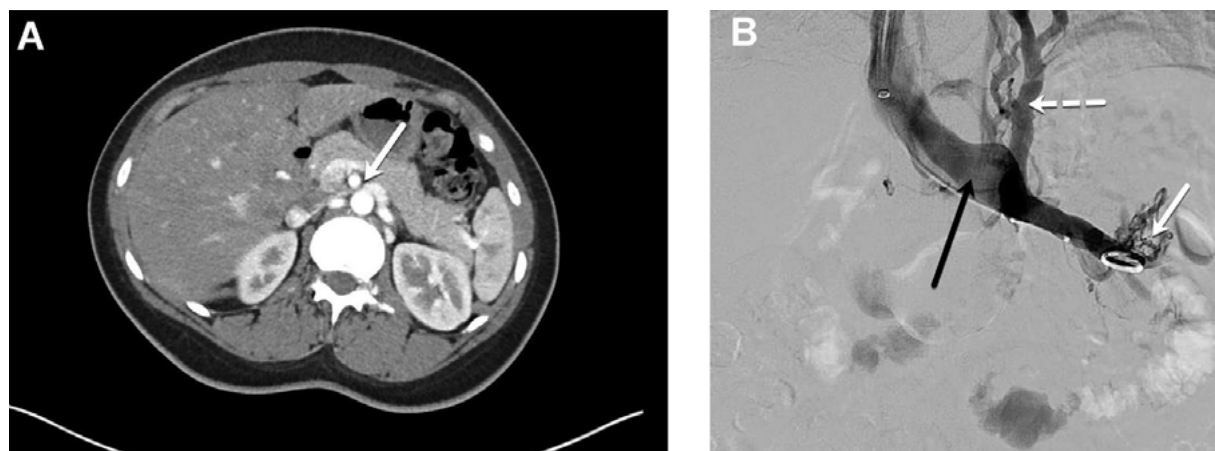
Compresión de la vena renal izquierda asociada con síntomas en el flanco izquierdo y hematuria. A, La tomografía computarizada (TC) demuestra la compresión de la vena renal izquierda (flecha blanca) sobre la aorta abdominal. B, La flebografía muestra una atenuación del contraste sobre la aorta abdominal (flecha negra), várices a nivel del hilio renal (flecha blanca) y colaterales ascendentes (flecha blanca discontinua) compatible con compresión de la vena renal. La clasificación Síntomas-Várices-Fisiopatología (SVP) es $S_1 V_1 P_{LRV,O,NT}$.
